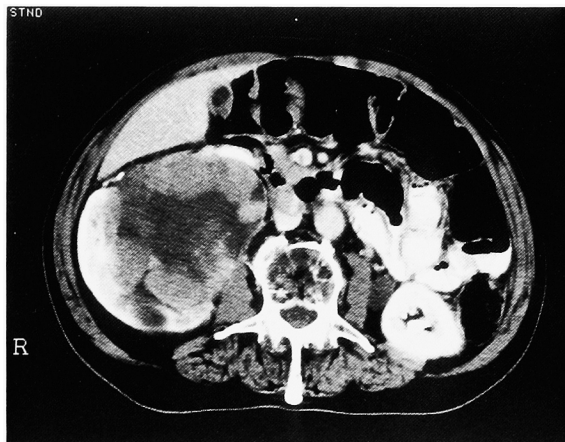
The abdominal enhanced CT showed a large tumor with calcification at the upper portion of the right kidney.
